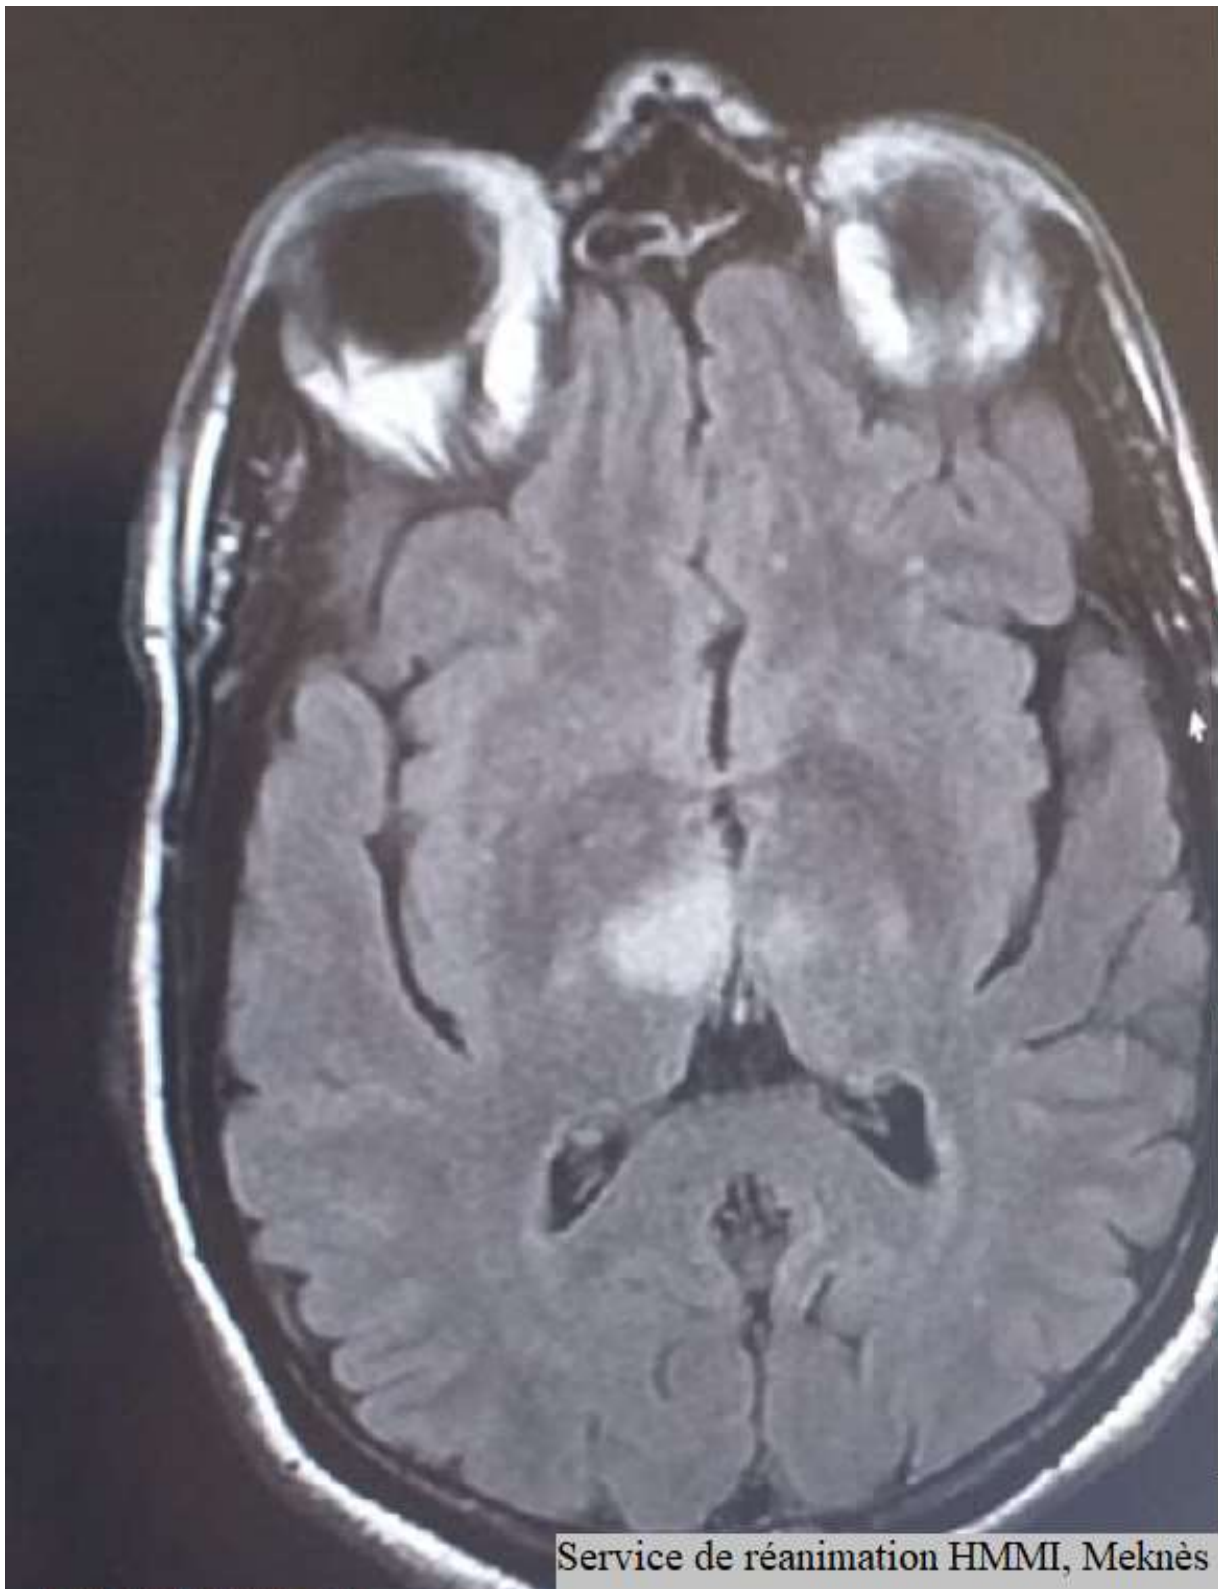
IRM en séquence flair montrant un AVCI thalamique
